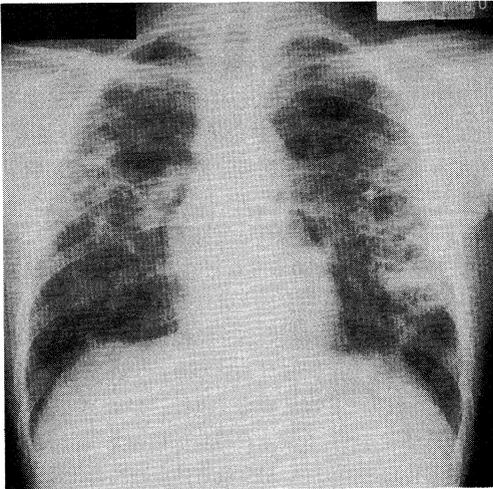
Posteroanterior chest roentgenogram after 1-month treatment shows multiple thin-walled cavities and infiltrative shadows in the left lung. In contrast, the lesions in the right lung have decreased.
